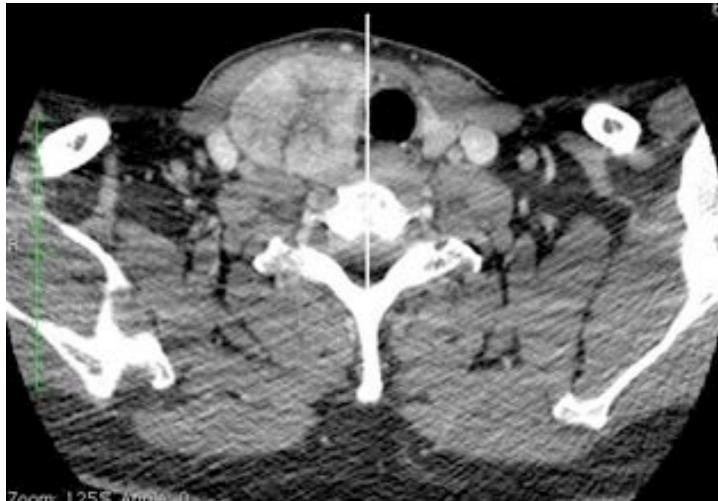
dislocazione del lume tracheale rispetto alla linea mediana (TC con m.d.c. in proiezione assiale)
